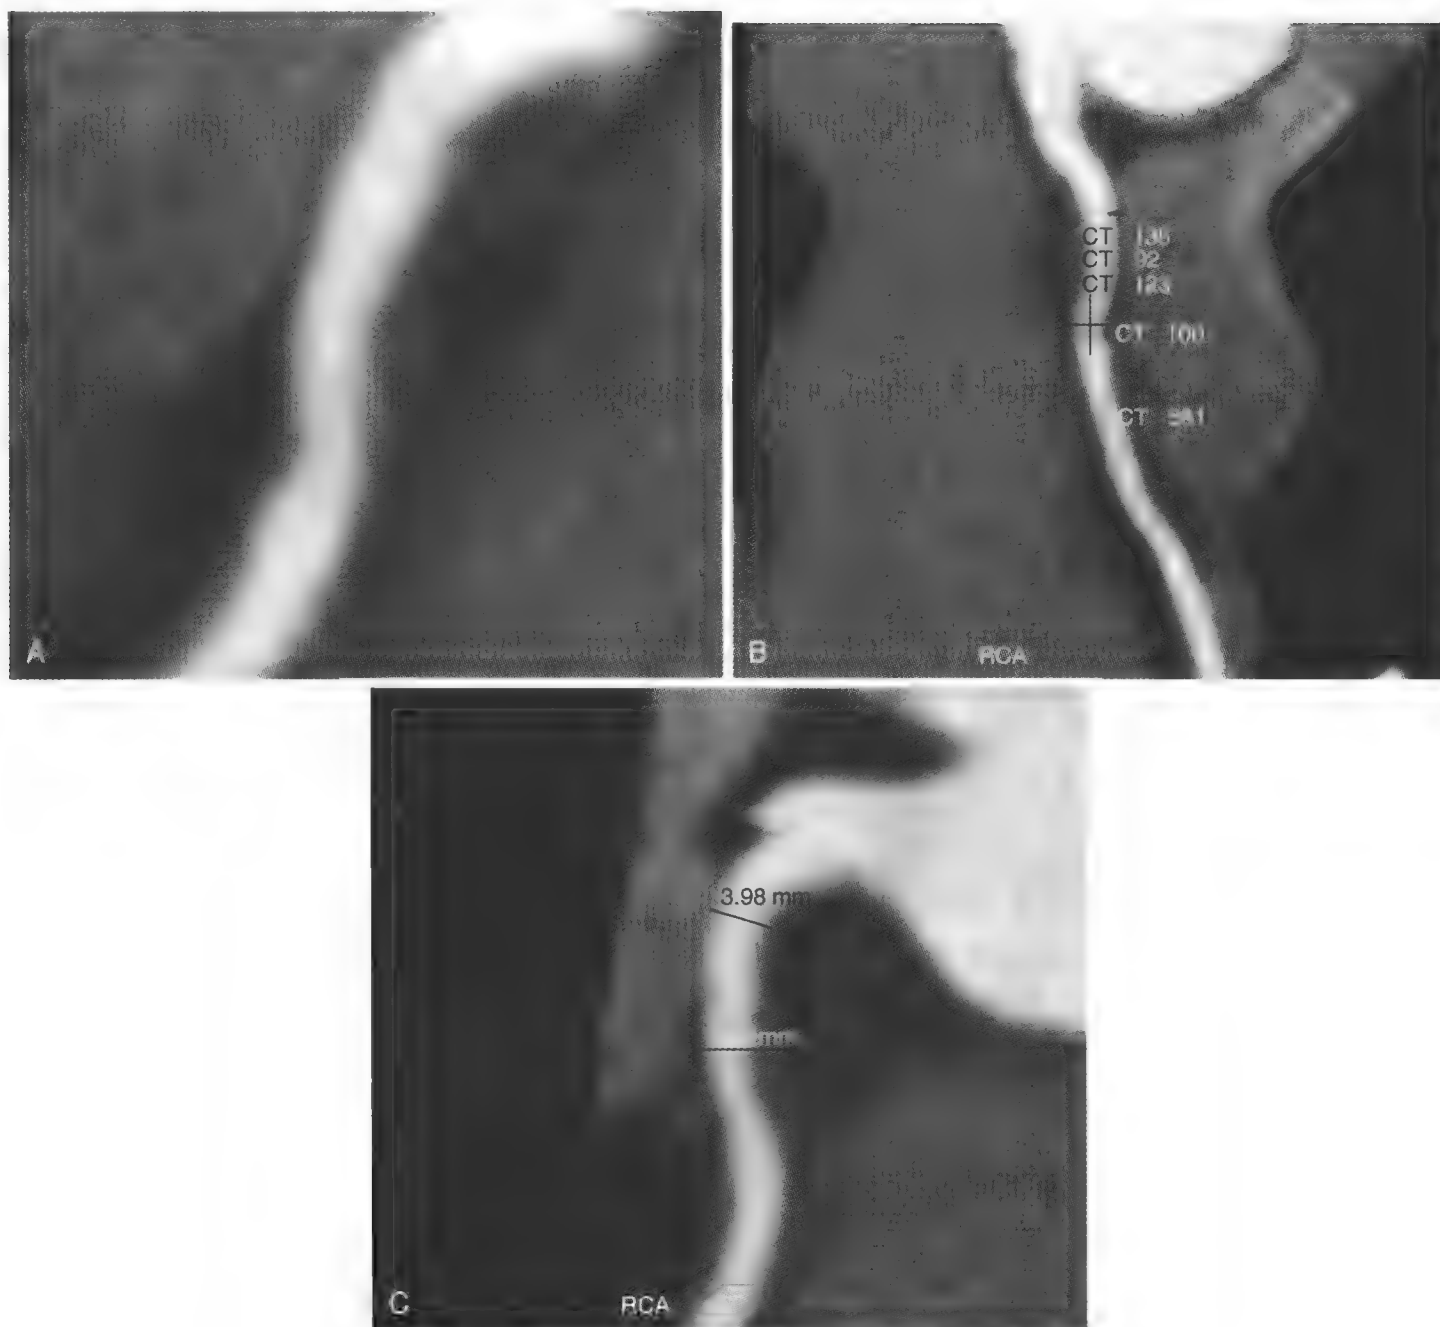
冠状动脉CT对于右冠(RCA)近段无钙化斑块的显影(图A)。斑块CT密度 >90 HU, 与纤维斑块一致(图B)。可见动脉向外重构, 重构指数(比较近段动脉直径与病变动脉直径)为1.37(图C)。
